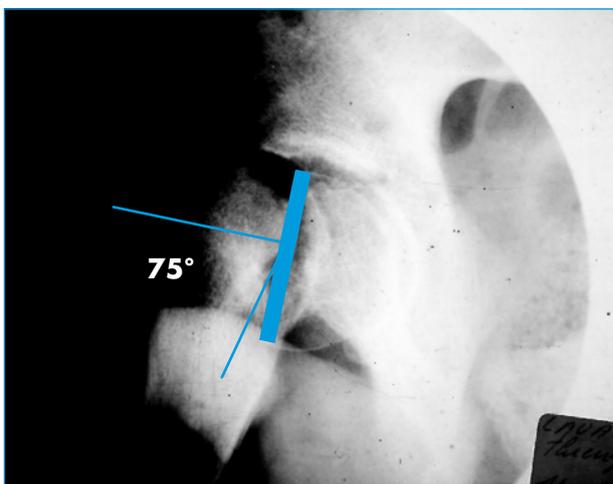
Radiographie de profil d'un déplacement stade III.
